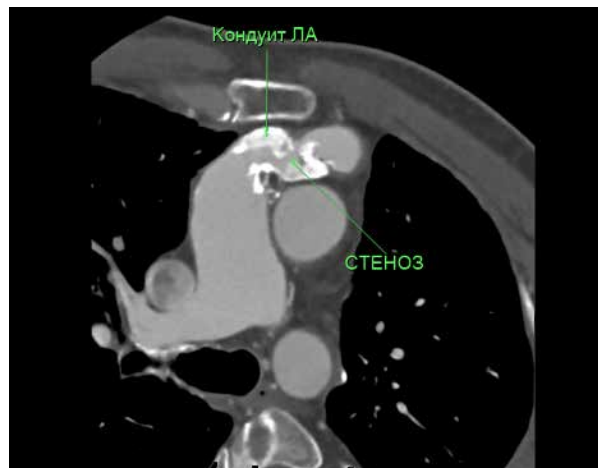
МСКТ в аксиальной проекции на уровне кондукта. Состояние после коррекции ВПС, кондукт легочной артерии с обызвествлением стенок.
